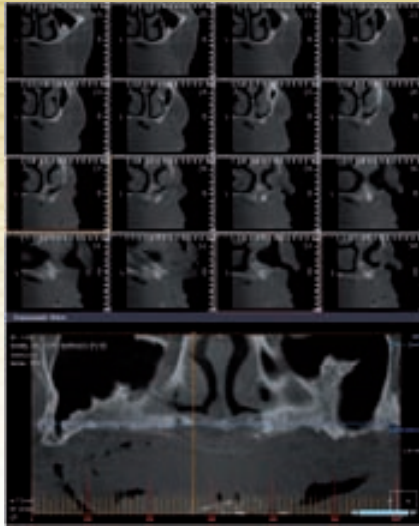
TAC sector 1 anterior
